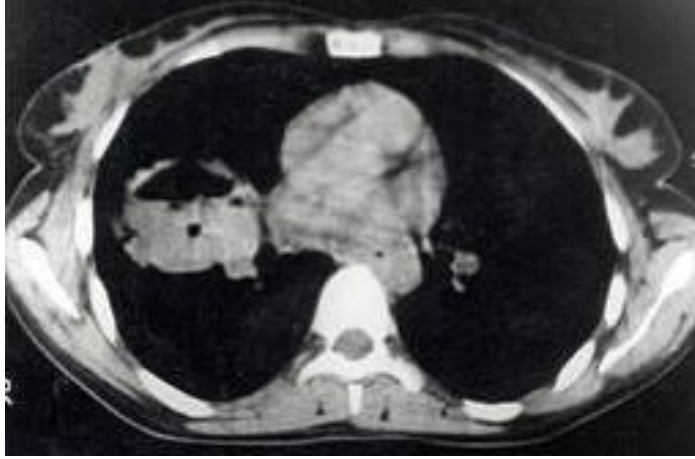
Hilal belirtisi BT görüntüsü
